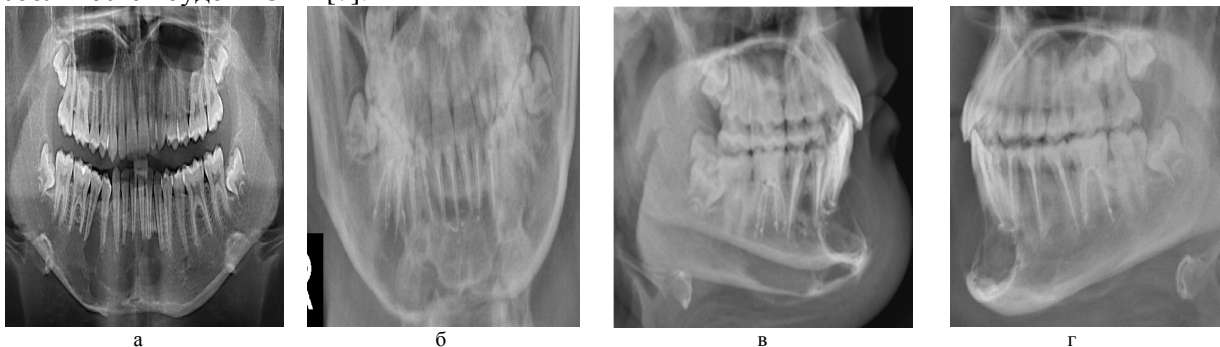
Рентгенологічна картина кістозної ОБК нижньої щелепи у фронтальному відділі та тілі нижньої щелепи: а) ортопантомограма; б) фронтальна проекція; в, г) бокові проекції.
